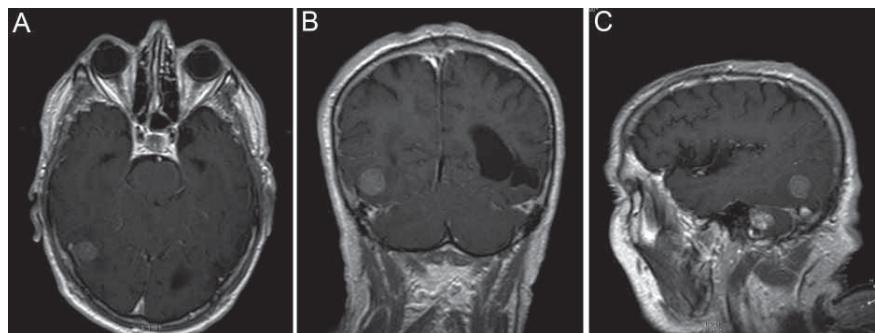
Paciente de 75 años con mala calidad de vida previa y con cuadro cerebeloso. (A, B, C) RM. Imágenes ponderadas en T1 tras la administración de Gadolinio en planos axial, coronal y sagital que muestran dos lesiones intraxiales de morfología ovalada y margen bien delimitado, captantes tras contraste, de localización cortico-subcortical occipital posterior derecha y cerebelosa media ipsilateral sugestivas de corresponder a implantes metastásicos. Las figuras 2 y 3 corresponden al mismo caso.
